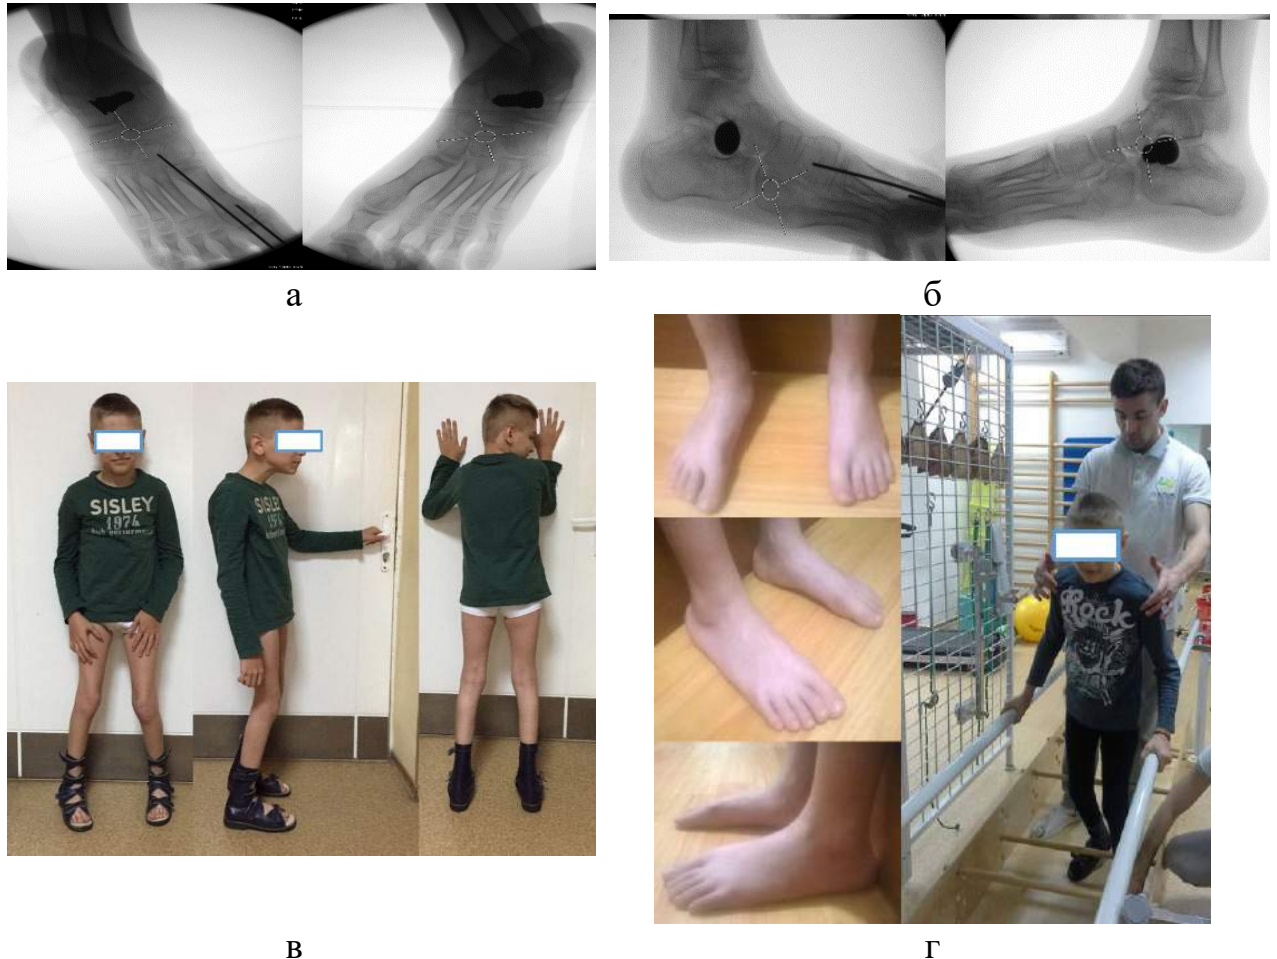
Зовнішній вид та фотовідбитки рентгенограм пацієнта Д., 11 років, історія хвороби № 89105, стан після хірургічного лікування МПВДС обох стоп: а, б) інтраопераційні рентгенограми стоп (фас і профіль); в, г) зовнішній вигляд хворого і стоп через 12 місяців після операції.
